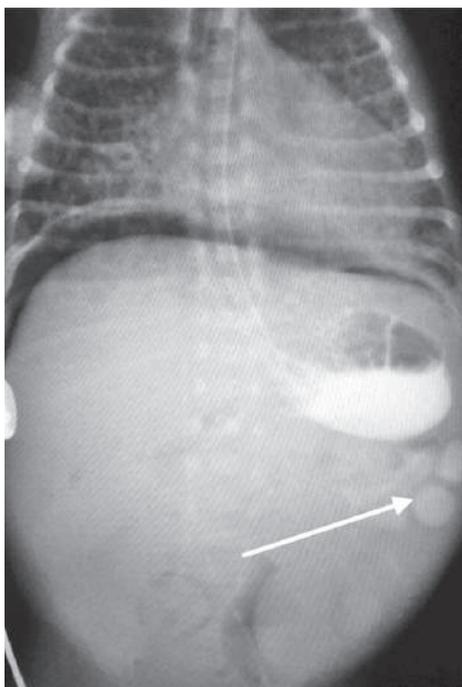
Контрастная рентгенография желудка, демонстрирующая «утечку» контрастного вещества [йогексол (Омнипак[▲])] в брюшную полость (указано стрелкой)
